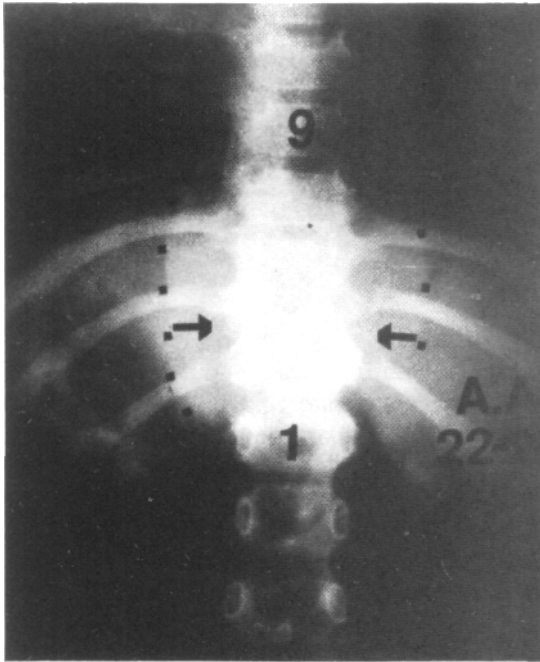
Radiografía de frente.
